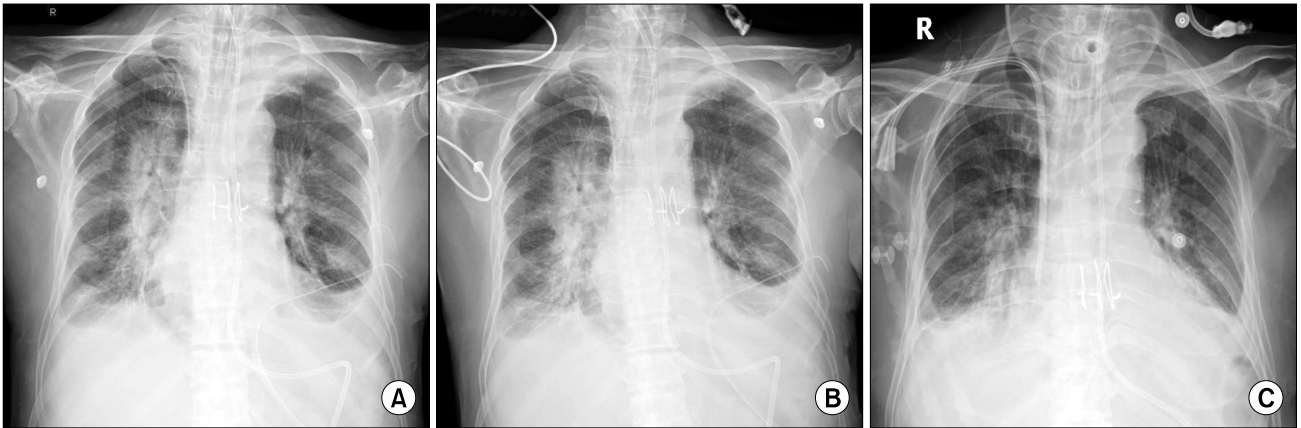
Chest radiographs taken at 36th, 43th and 62th postoperative day. (A) Chest radiographs taken before (at 36th postoperative day) and (B) at the time *Burkholderia cepacia* was identified from sputum culture (at 43th postoperative day) show bilateral perihilar consolidations and pleural effusion. (C) Follow-up chest radiograph taken after antibiotics treatment (at 62th postoperative day) shows improvement of both lung consolidations and pleural effusion.
